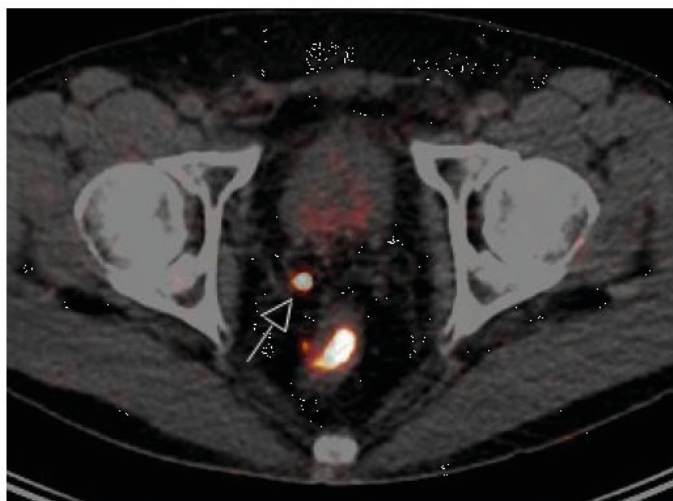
Beispielfall: PSMA-PET/CT konventionell (^{68}Ga -PSMA-Standardtracer; linke Spalte) und wenige Tage später mit neu entwickelter Methode (^{89}Zr -PSMA-Tracer; rechte Spalte) bei einem Patienten mit biochemischem Rezidiv (PSA 0,68 ng/ml, Gleason-Score 9). Die konventionelle PSMA-PET/CT-Methode ergab keinen Tumornachweis, wohingegen das neuartige Verfahren wenige kleine Lymphknotenmetastasen unweit der ehemaligen Prostataloge nachweist (Pfeile)
